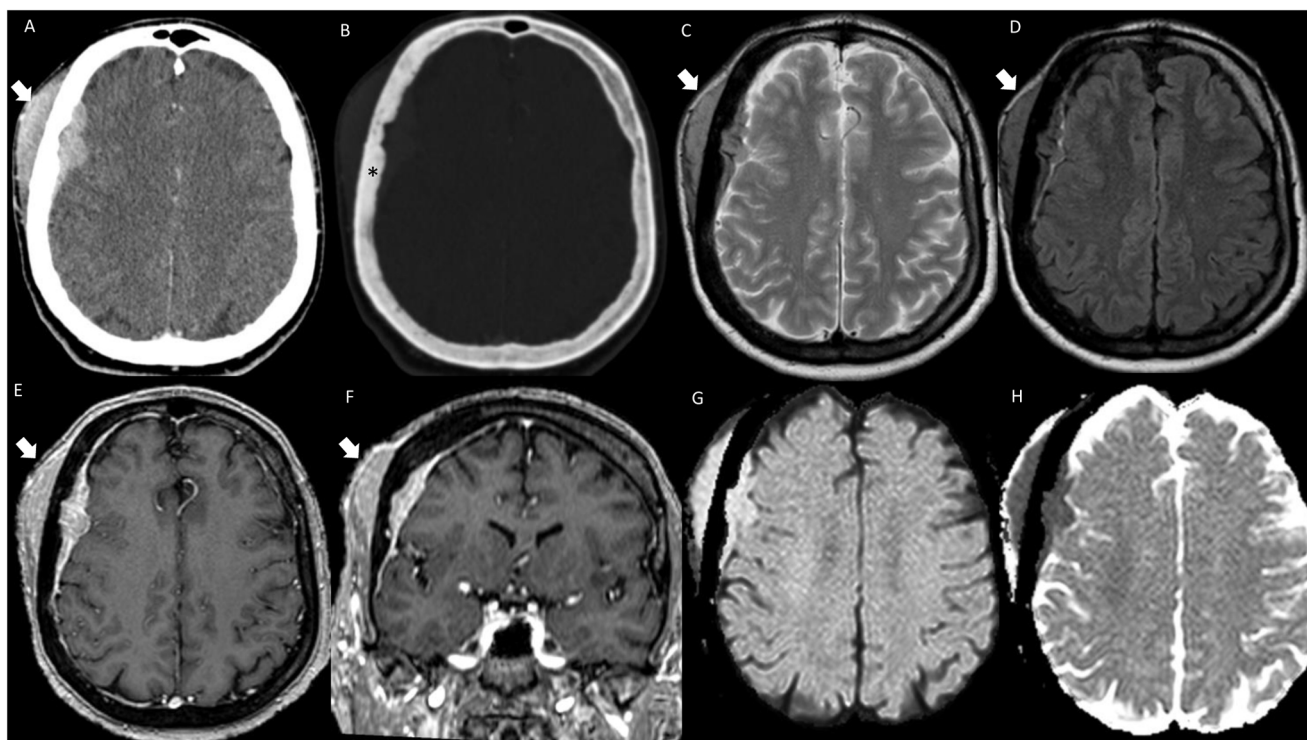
Linfoma dural MALT. En las imágenes de la TC y la RM se identifica una lesión extraaxial parietal derecha con una amplia base de implantación dural y una marcada hipointensidad en T2 (C), muestra restricción de la difusión (G y H) y una intensa captación con el contraste (E y F). En la imagen de TC con ventana de hueso (B) se identifica el hueso de la calota casi normal únicamente se identifica una sutil esclerosis (*) aunque existe un gran componente tumoral por fuera del diploe (flecha).
